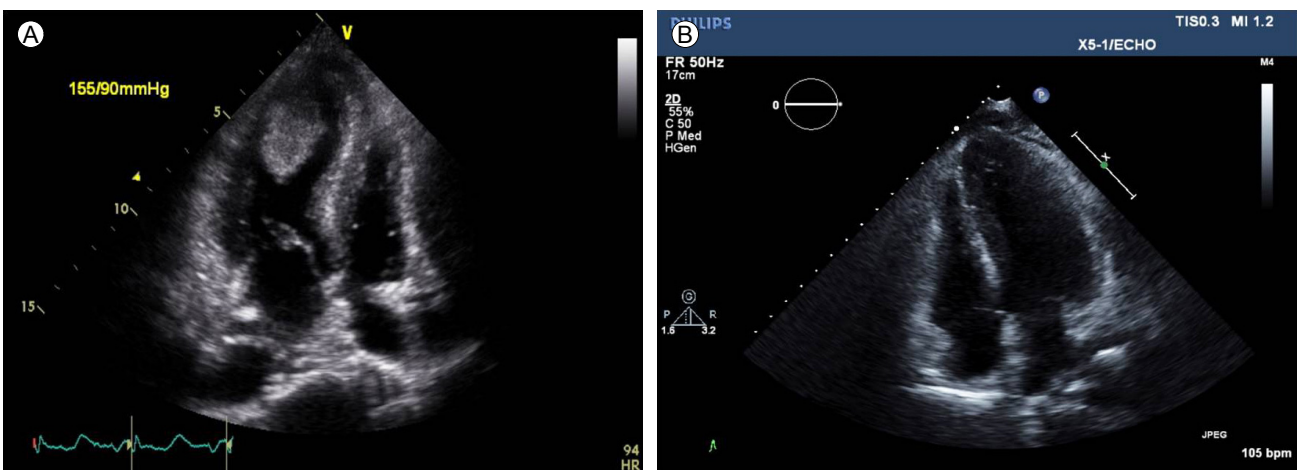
(A) Echocardiography at the first medical center. There was a large ventricular thrombus in the left ventricle. (B) Echocardiography at our medical center. The large ventricular thrombus had resolved.
